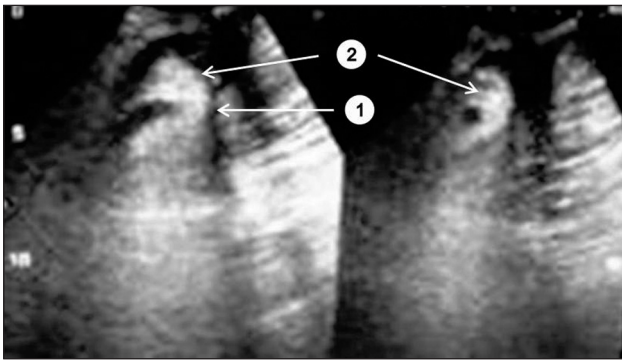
УЗИ области грыжевого выпячивания у больной С., 52 года.
